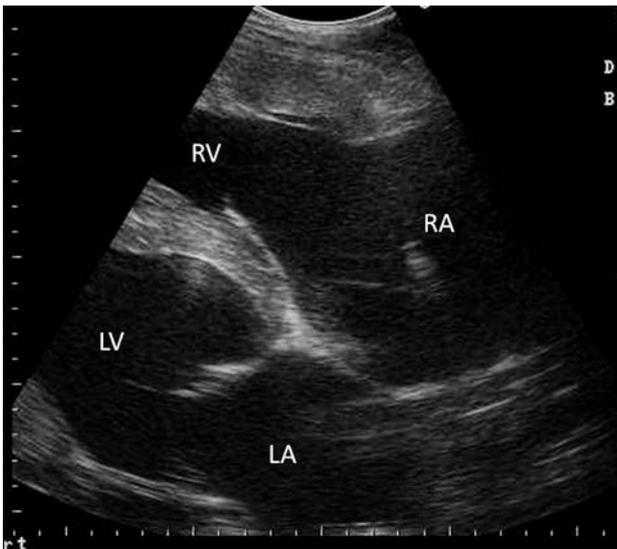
右側肋間部からの心臓超音波検査により、左右心室心房の拡張および右心室壁肥厚がみられた。RV：右心室、RA：右心房、LV：左心室、LA：左心房。
